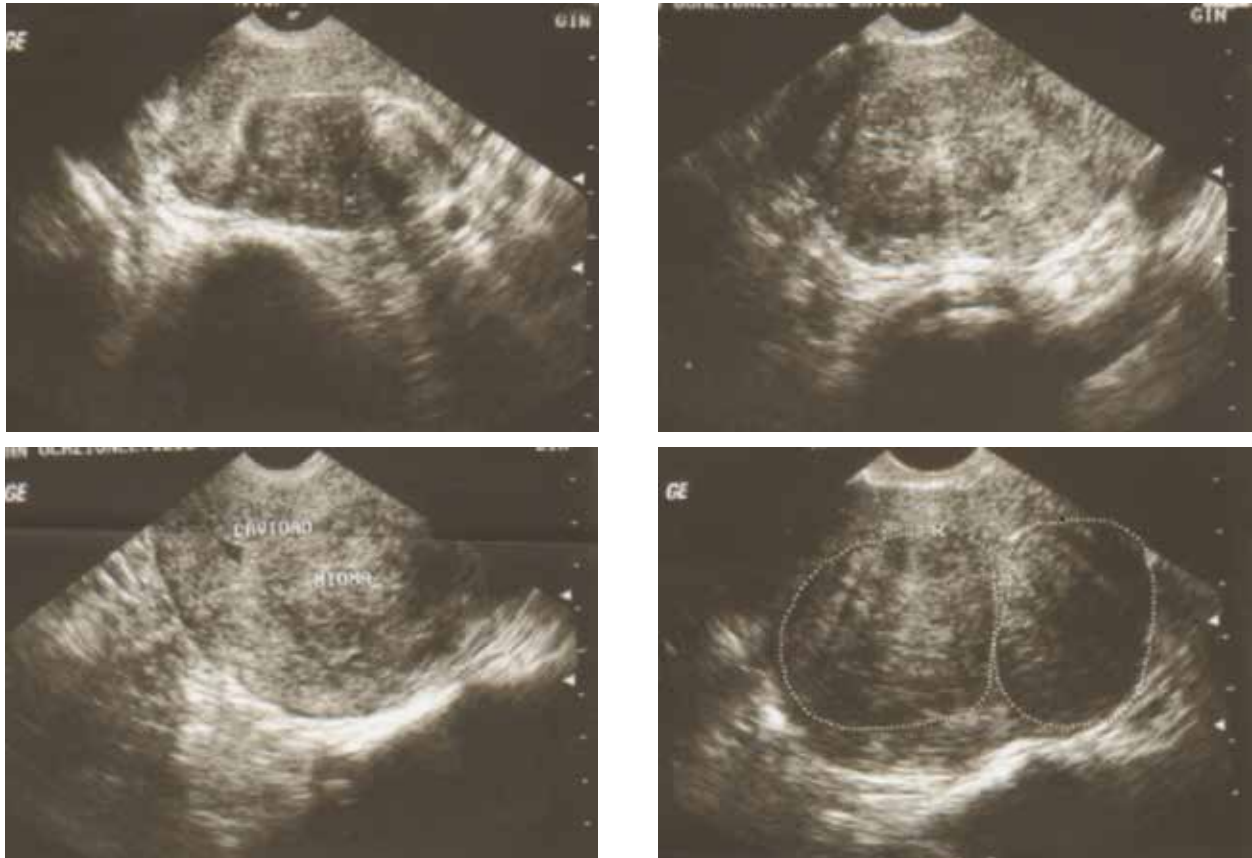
Ecografía de miomas tipos 1 y 2
